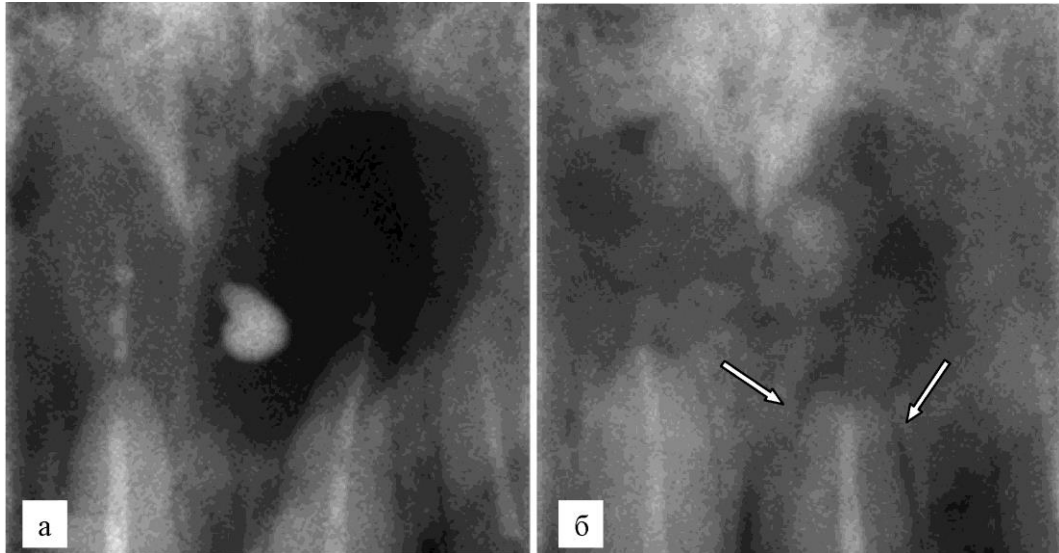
Радикулярная многопазушная киста верхней челюсти у пациента основной группы: а) до лечения – четко определяются границы костного дефекта, виден свободно лежащий фрагмент пломбировочного материала; б) через 4 мес. – неоднородная рентгеноконтрастная структура определяется по всему объему костного дефекта, визуализируется щель периодонтально-связочного пространства (показано стрелками)
